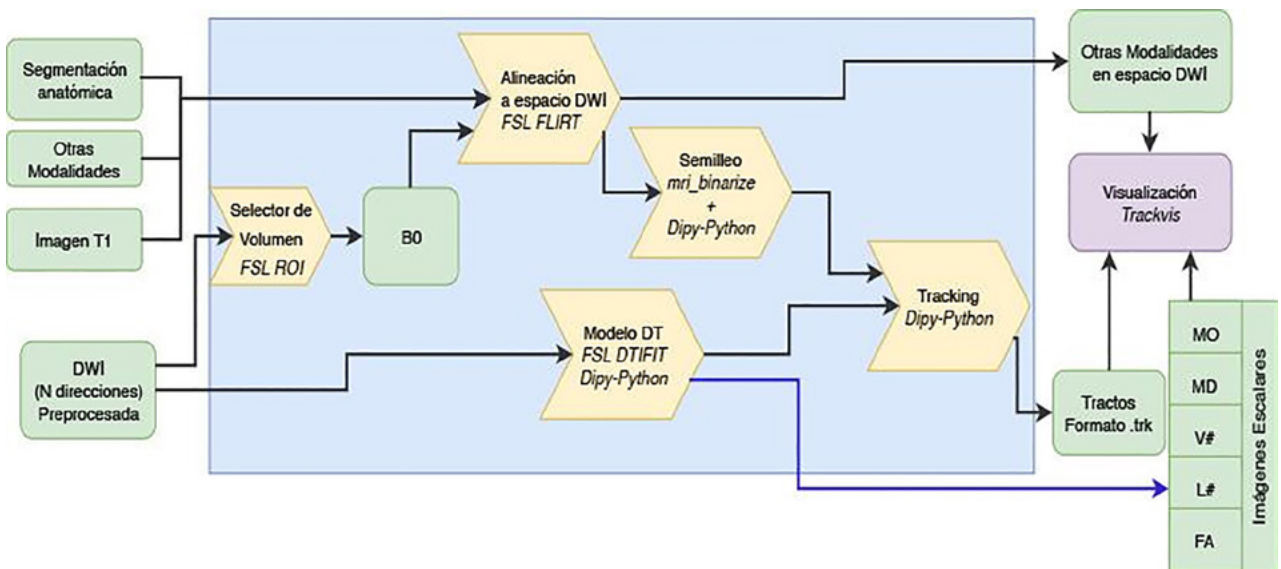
Procesamiento de DWI. Método para el procesamiento de DWI. En la Figura se ha omitido el pre-procesamiento para focalizar el procedimiento en la obtención de los tractos. Las abreviaciones de la Figura hacen referencia a: i) B0 es la imagen de difusión sin ponderación por dirección (T2 3D rápida); ii) Modelo DT se refiere al Modelo Tensor de Difusión; iii) Tracking al proceso de reconstrucción de tractos; iv) MO se refiere a la medida de Moda, MD a la difusividad media; V# a los autovectores; L# a los autovalores y FA a la fracción de anisotropía, todas imágenes escalares derivadas del modelo Modelo Tensor de Difusión.
